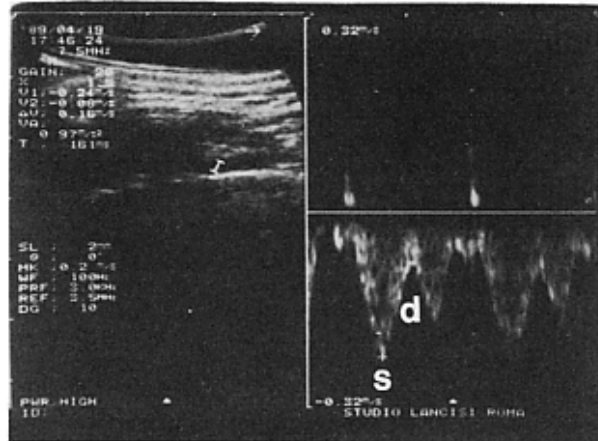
Flussimetria Doppler dell'arteria mammaria interna: s = velocità sistolica; d = velocità diastolica.
